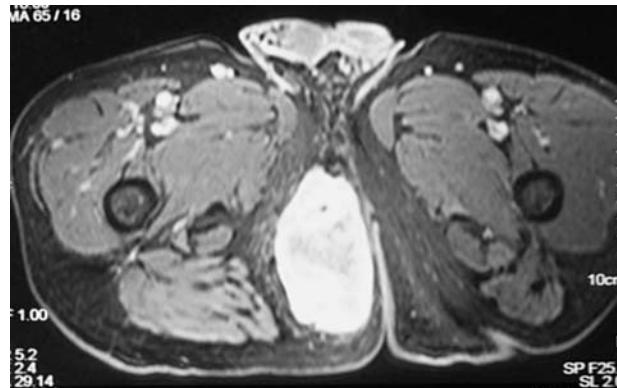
Resonancia magnética pelviana. Tumoración isquierdorrectal derecha.
